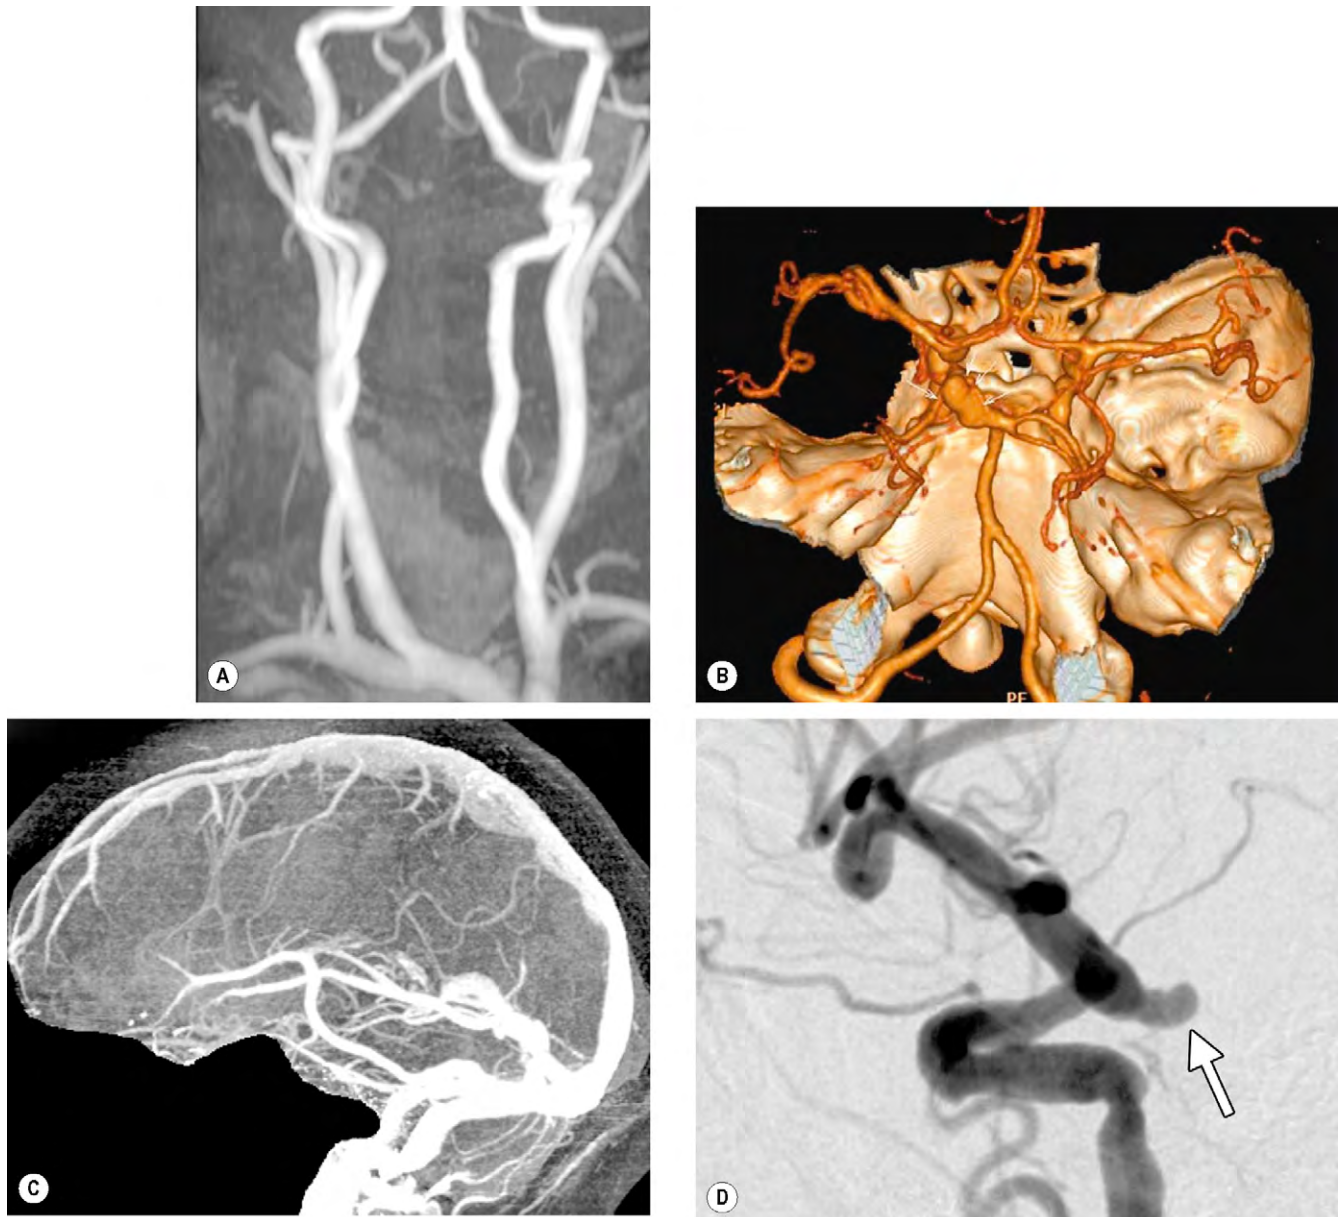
Angiografía cerebral. (A) ARM normal de la circulación carotídea externa y vertebral; (B) la angiografía por TC muestra un aneurisma comunicante posterior izquierdo (flechas); (C) venografía por TC normal; (D) la angiografía convencional con catéter con sustracción muestra un aneurisma que nace en la arteria carotídea interna, en su unión con la arteria comunicante posterior (flecha).
